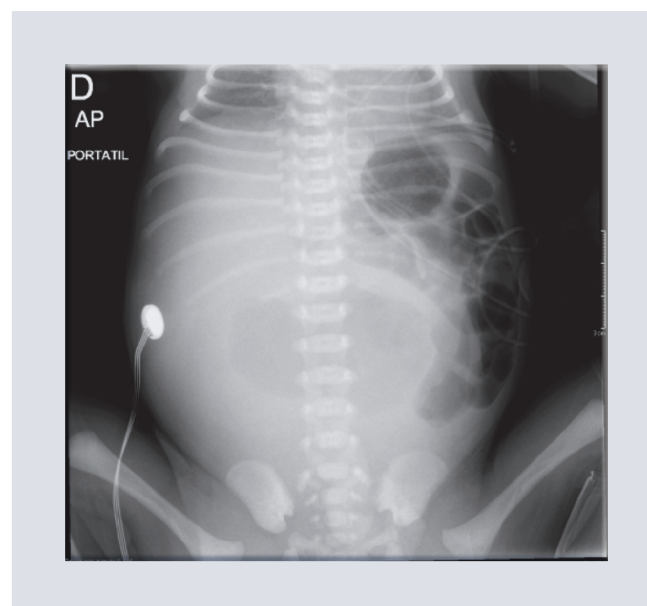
Radiografía anteroposterior realizada antes de la cirugía donde se muestra un abdomen distendido con desplazamiento de asas intestinales no dilatadas con terminación súbita de gas intestinal y presencia de zona central de forma circular de gas retenido concordante a obstrucción intestinal.
